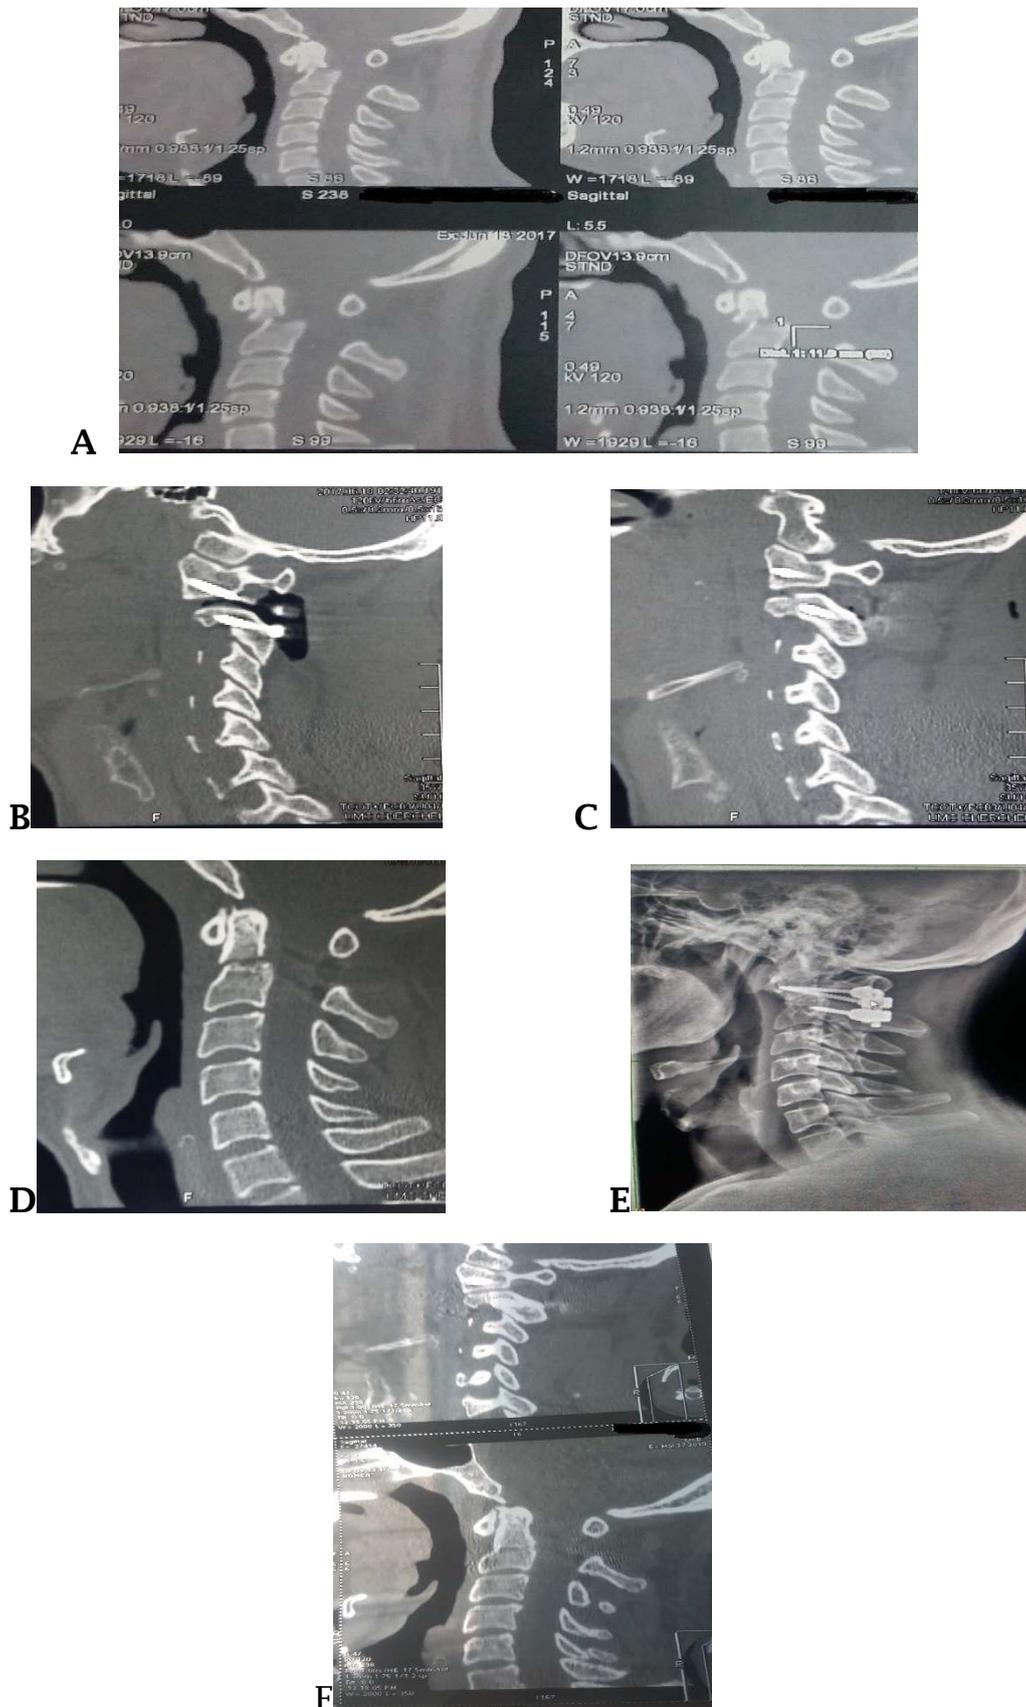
Le patient 1 du tableau I.1 présentant une fracture de l'odontoïde de type II (A), qui a été traité avec une fixation mini invasive C1C2 (B, C) traction et réduction crânienne (D), les radiographies et le scanner effectués un an et demi plus tard ont montré une fusion complète.
